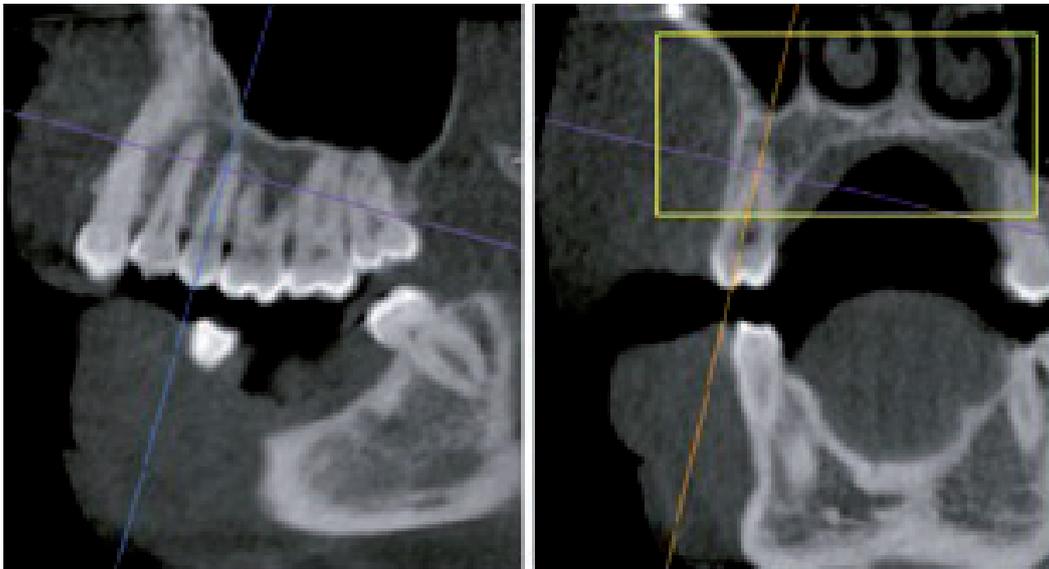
Relación de los dientes con el seno maxilar en un paciente adulto mayor. Situación encontrada en tomografías del estudio de la tesis..
